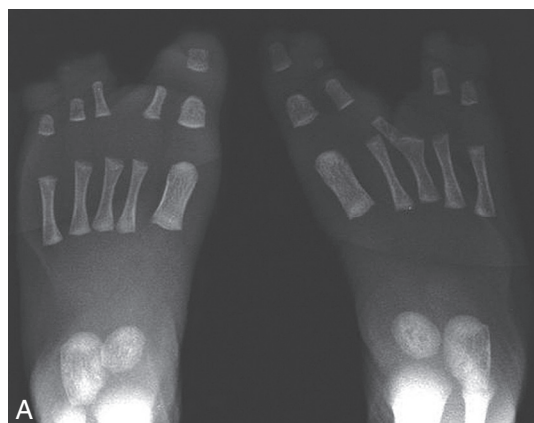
Radiographie de pieds et mains fendus.
